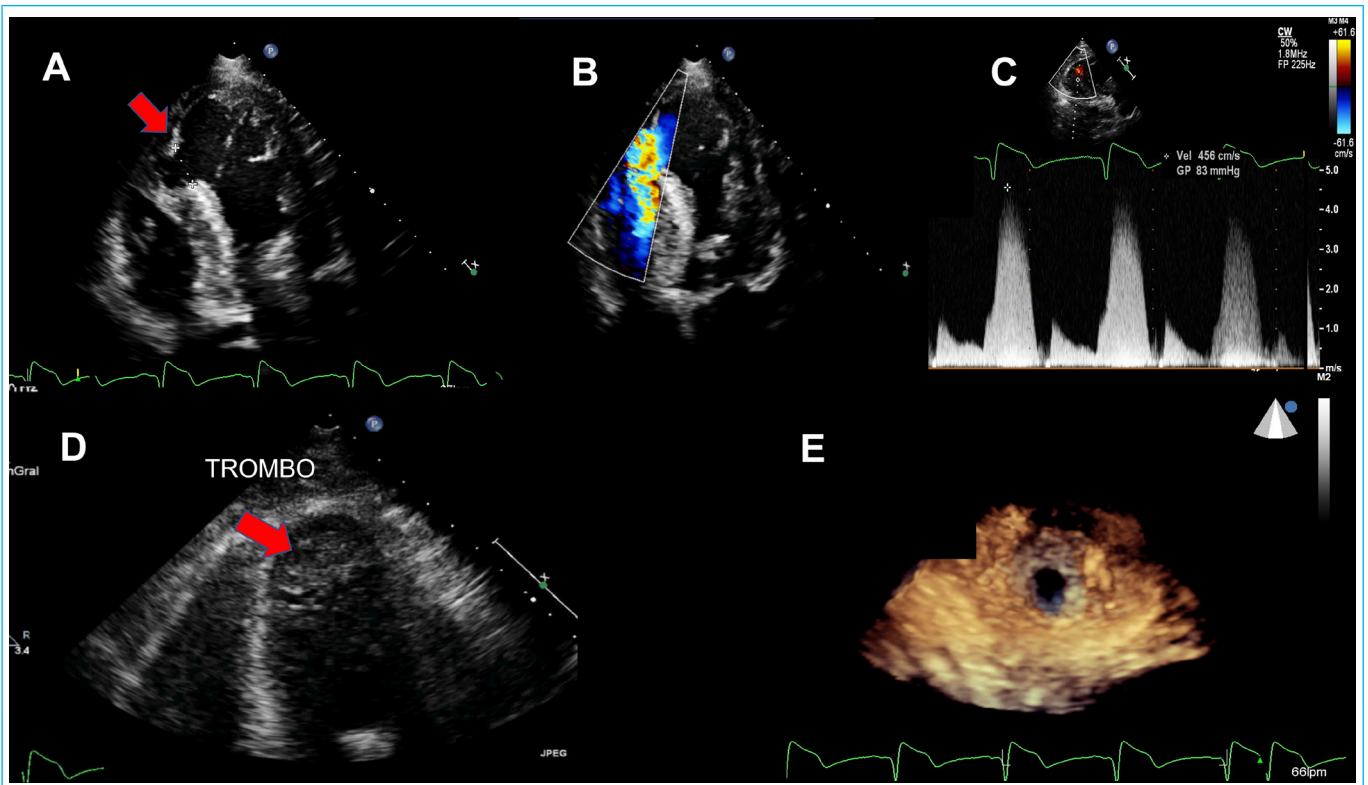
A) Se observa ecocardiograma transtorácico bidimensional donde se señala con flecha roja la ruptura del *septum* interventricular. B) *Doppler* color a través de la comunicación interventricular. C) Gradiente interventricular medido con *Doppler* continuo de 83 mm Hg. D) Un acercamiento al ápex del ventrículo izquierdo donde observamos la presencia de trombo apical. E) Imagen de Zoom 3D de la comunicación interventricular con vista desde el ventrículo izquierdo, nótese su forma circular con bordes bien definidos.
